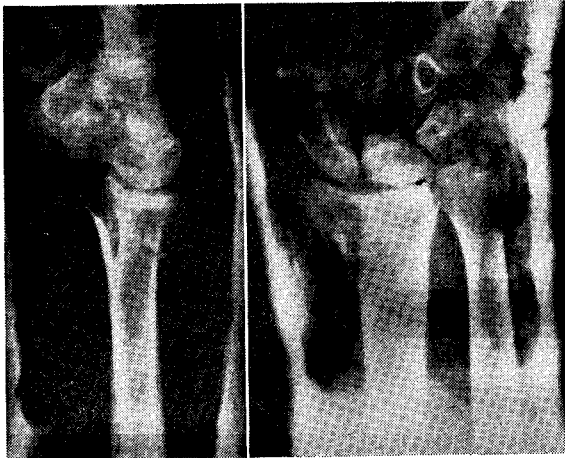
B — Radiografia de controlo à primeira tentativa de redução, feita por um interno da especialidade. Mesmo sem a influência dos critérios descritos neste trabalho para o sentido de uma correcção total (esta fratura ocorreu em 1974), a redução foi considerada manifestamente insuficiente.
